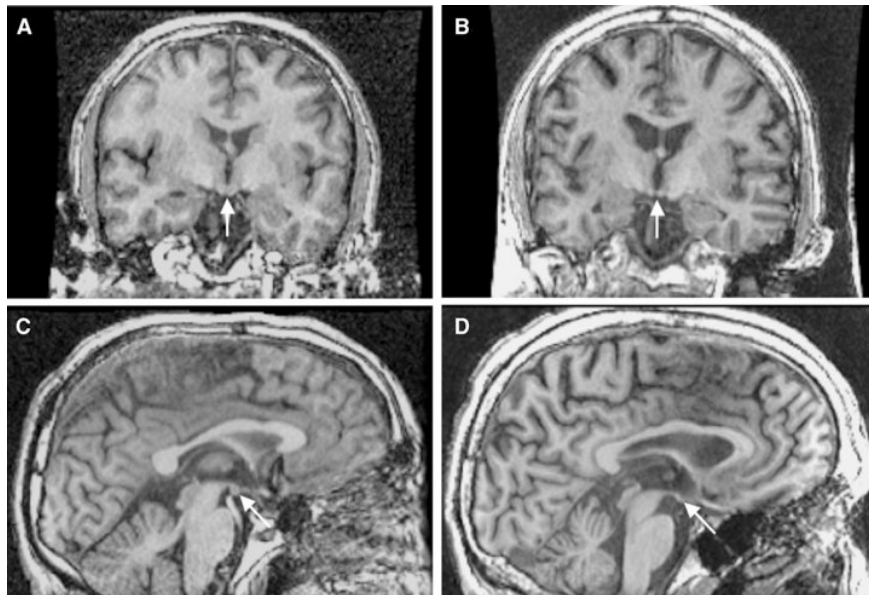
Morphologie d'un syndrome de Korsakoff. IRM : Gauche : patient sain, Droite : patient malade.
